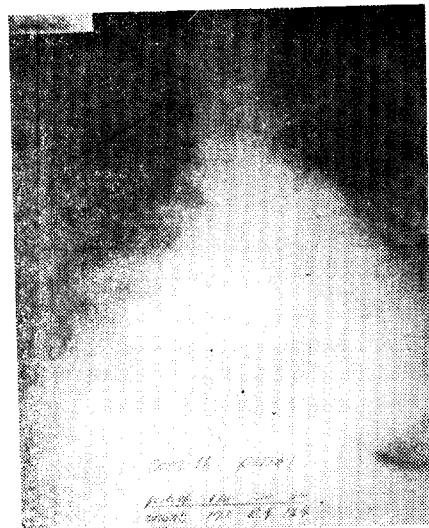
Radiograph showed great enlargement of the heart with pulmonary edema.
